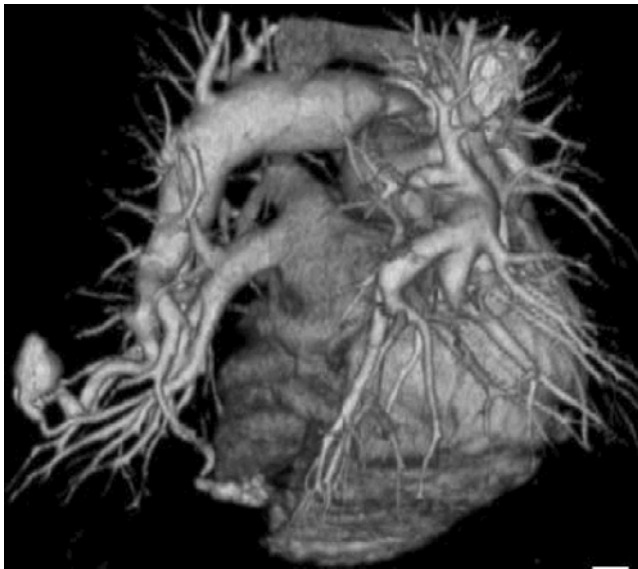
Chest 3D CT shows multiple pulmonary arteriovenous fistula on Lt. lung.
